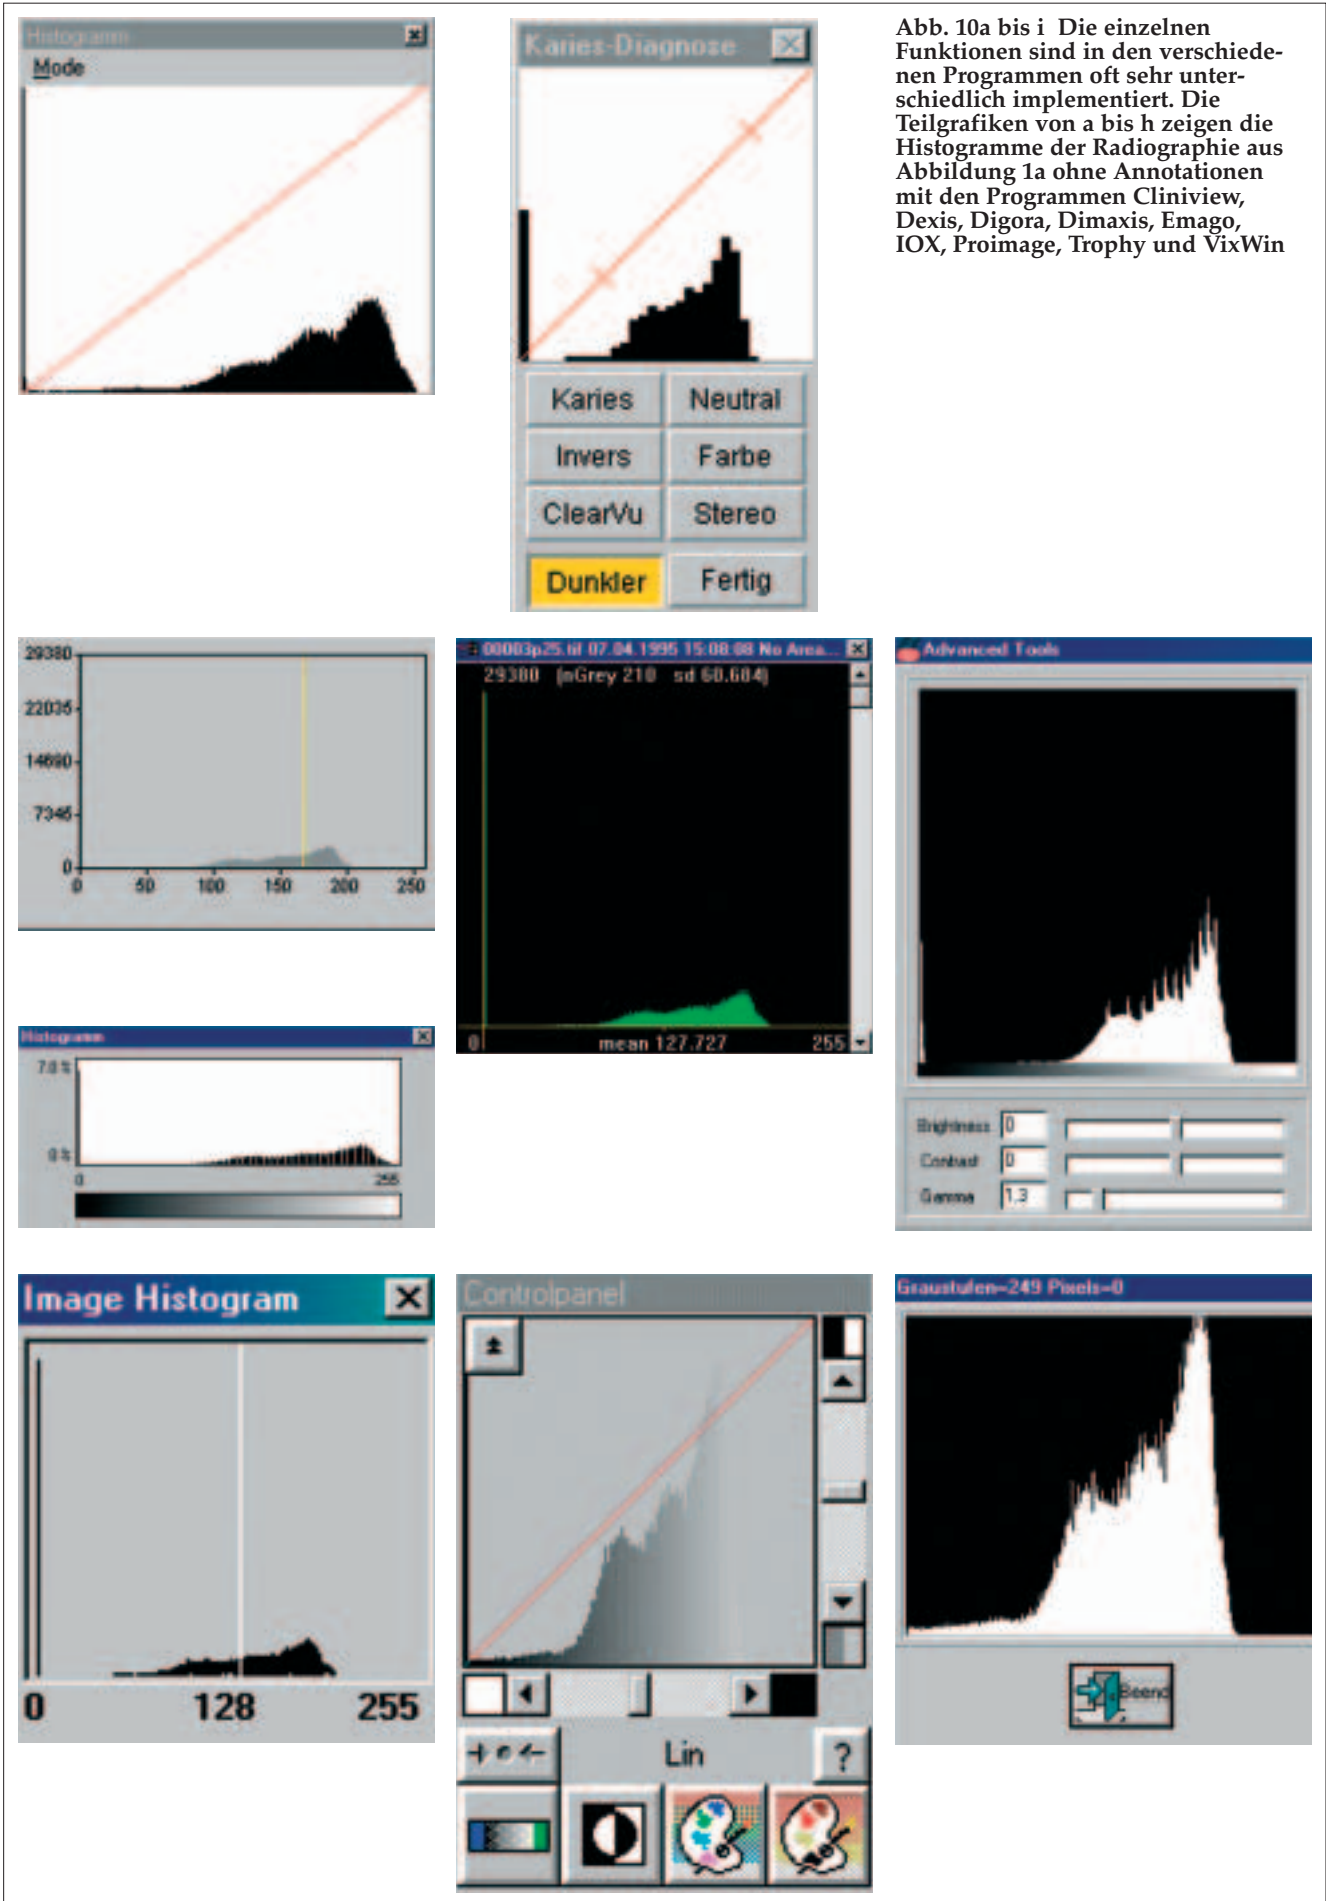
bis i Die einzelnen Funktionen sind in den verschiedenen Programmen oft sehr unterschiedlich implementiert. Die Teilgrafiken von a bis h zeigen die Histogramme der Radiographie aus Abbildung 1a ohne Annotationen mit den Programmen Cliniview, Dexis, Digora, Dimaxis, Emago, IOX, Proimage, Trophy und VixWin
